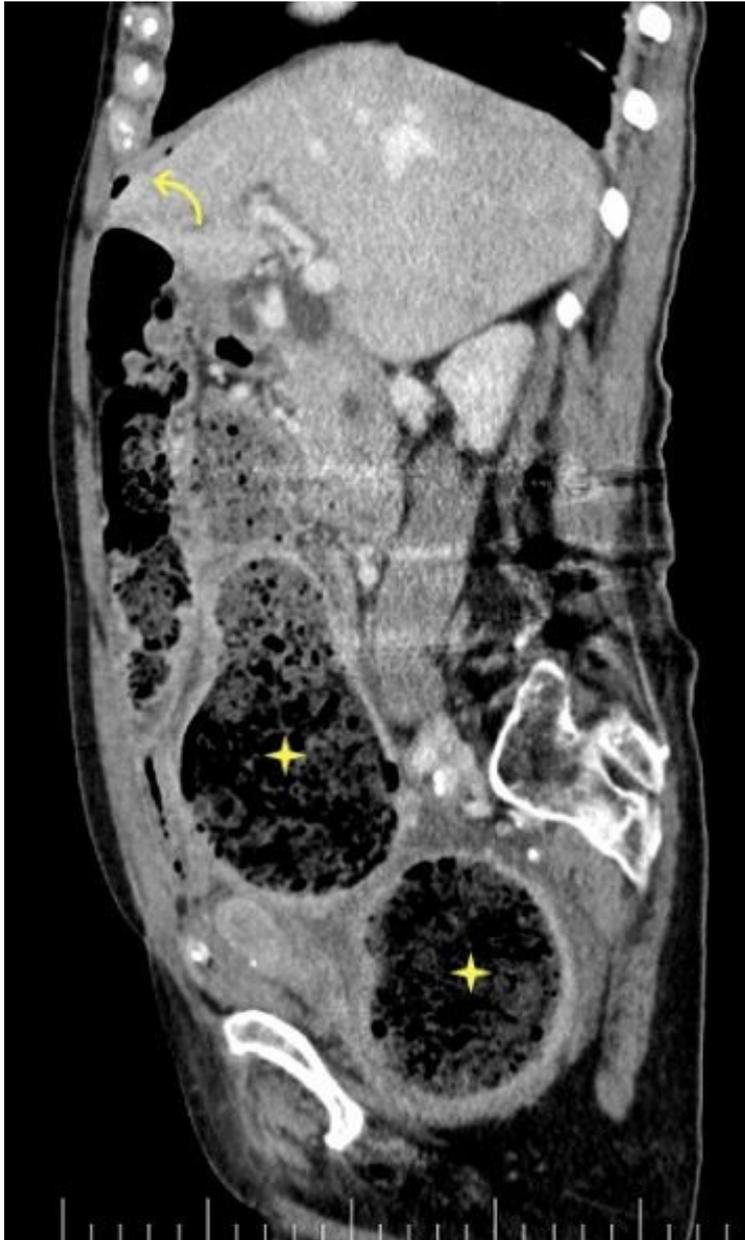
Reconstrucción sagital de TAC: distensión de sigma ocupado por heces (asterisco) y neumoperitoneo (flecha).
